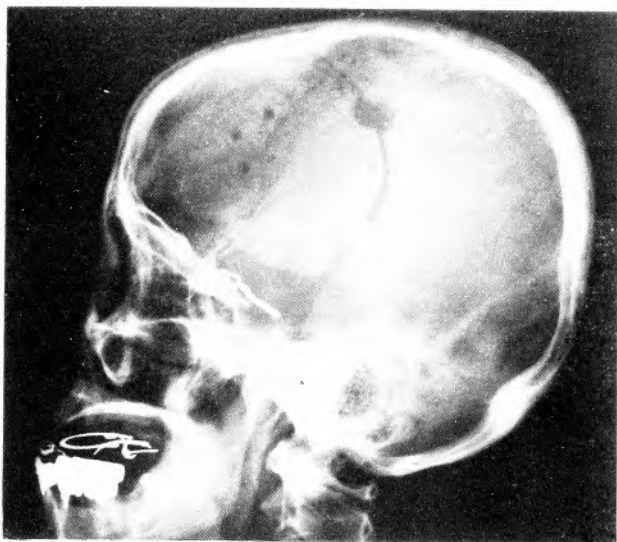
Postoperative lateral skull radiograph showing radiopaque wedge.
